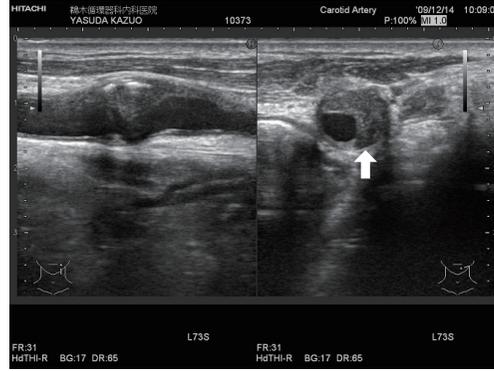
a. 等エコー輝度のプラークの一部に薄い被膜に覆われた低エコー輝度の部分を認める (白矢印)。
